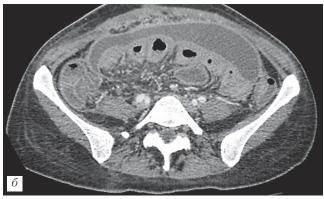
МСКТ брюшной полости с контрастным болюсным усилением: a — пациентка  $\Pi$ ., 35 лет. Асцит-перитонит (отсроченная фаза сканирования);  $\delta$  — пациент K., 32 года. Асцит-перитонит (венозная фаза сканирования).
